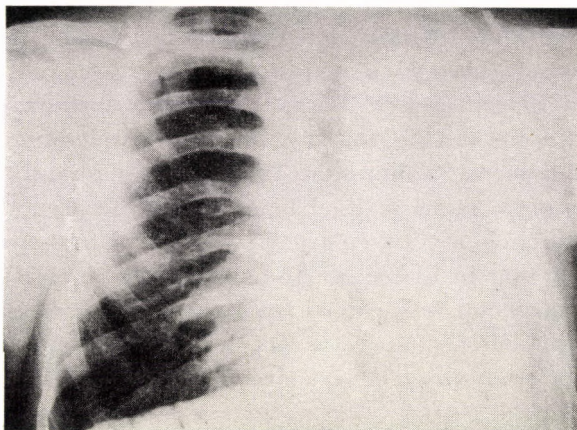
Chest X-ray picture of the same patient as in Figs 6 and 7
